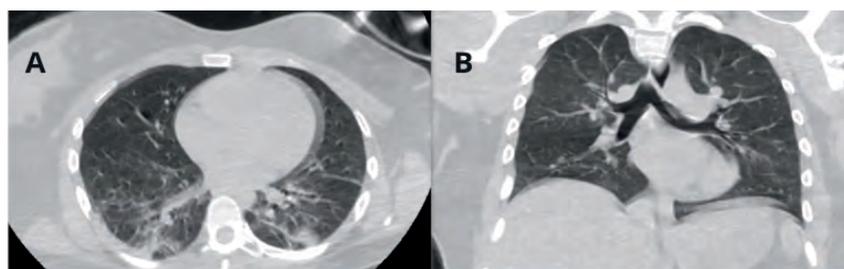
Tomografía simple de tórax. A. Corte axial donde se evidencia parénquima pulmonar con infiltrados retículo nodulares en segmento posterior de lóbulos basales bilaterales, con atelectasia campal derecha sugestivos de ocupación neumónica (flechas rojas). B. Reconstrucción coronal con hilios pulmonares y silueta cardiaca de morfología normal, con resto de estructuras mediastinales sin alteraciones apreciables.
